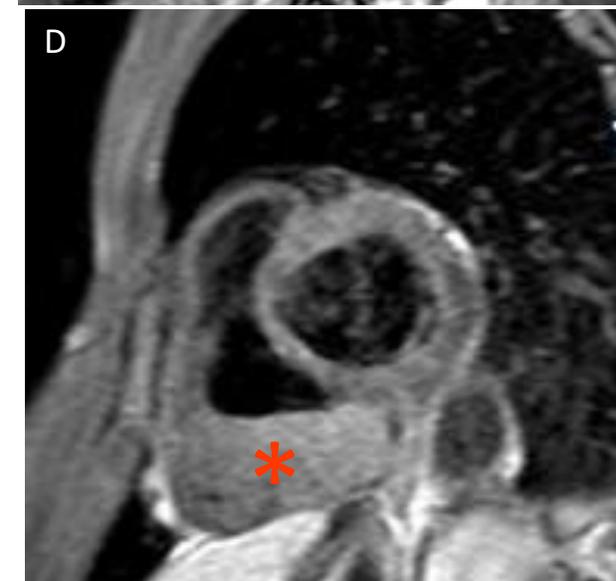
Imagens STIR (em T2 com supressão de gordura) (A), RTG (B), cine-RM (C), e ponderada em T1 (D) em plano de eixo curto, mostrando uma grande metástase cardíaca (asterisco) em paciente com melanoma diagnosticado.
